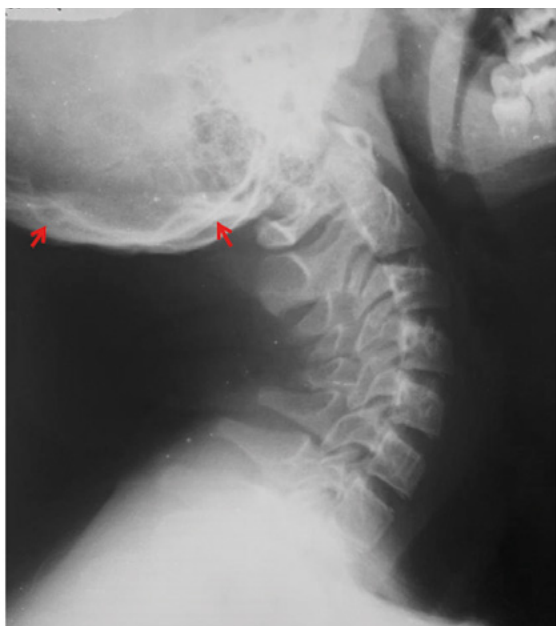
Рентгенограмма шейного отдела позвоночника и основания черепа в боковой проекции пациента 1. Гиперостоз и утолщение основной кости и пирамид височных костей (стрелки)
